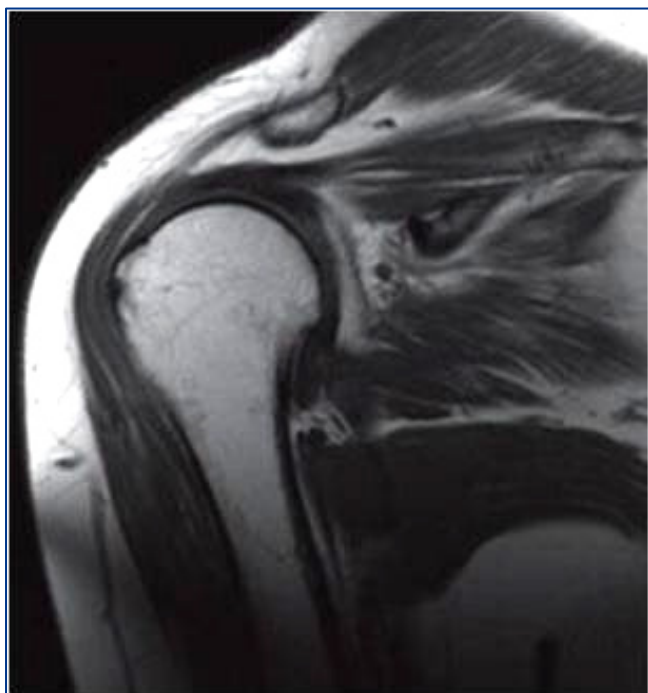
Corte coronal de RM normal de hombro.
